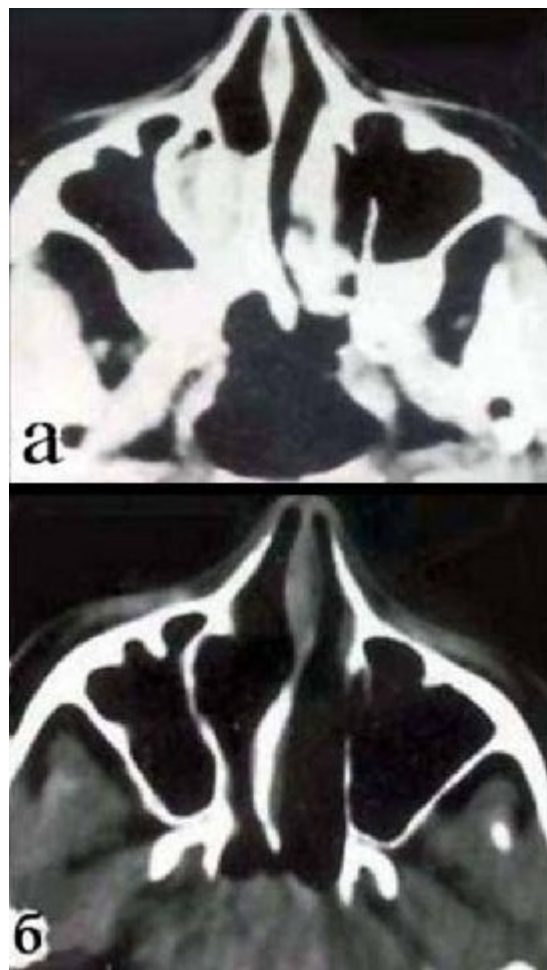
Аксиальная компьютерная томография больной Н., 13 лет, с правосторонней ВХА до (а) и после (б) хирургической коррекции хоанальной атрезии.
